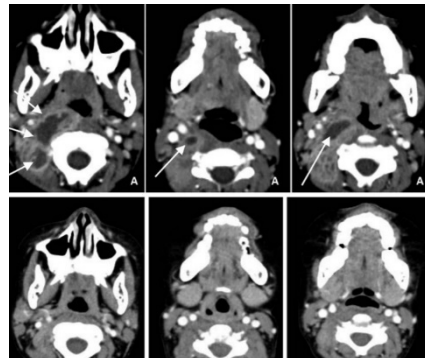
TC de absceso profundo de cuello(33).
